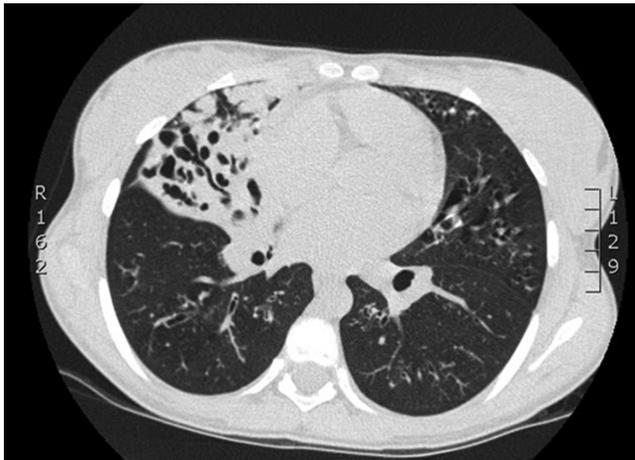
Tomografía de tórax de alta resolución, donde se evidencia atelectasia del lóbulo medio, con bronquiectasias cilíndricas y varicosas en su interior. En el parénquima pulmonar se evidencian bronquiectasias cilíndricas en forma bilateral.
